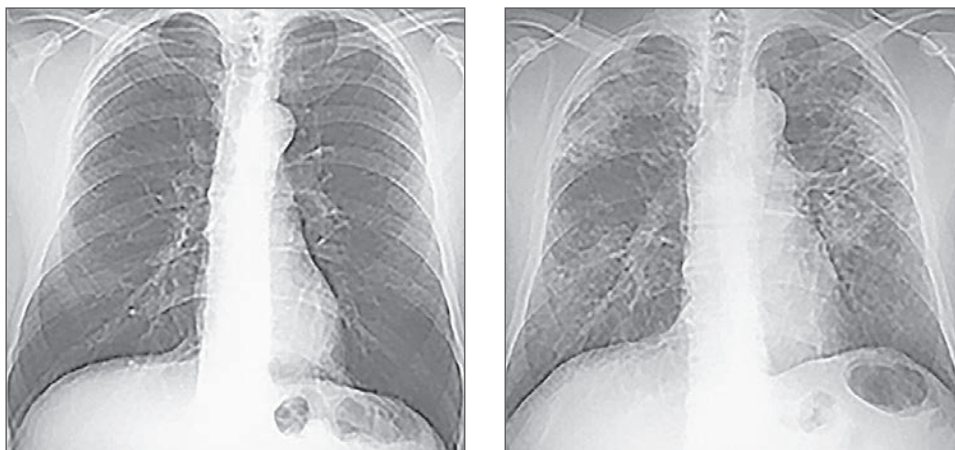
Пневмоконіоз, що швидко прогресує. Пацієнт розпочав підземний видобуток вугілля у віці 25 років (1980 р.); у віці 33 років (1988 р., ліворуч) на рентгенограмі ОГК виявлено пневмоконіоз категорії 1/1 (1 – пневмоконіози, які розвиваються під впливом високо- та помірно фіброгенного пилу; 1 – силікоз); у віці 46 років (2001 р., праворуч) розвинувся масивний фіброз (класифікація категорій)
